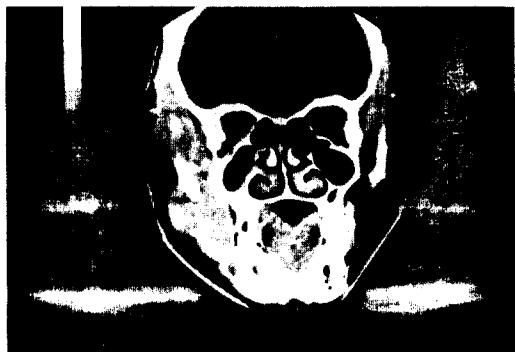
초진시 전산화 단층촬영상 : 우측협부, 안와하부, 측두부에 걸친 광범위하고 주위와 경계가 불분명한 종물이 인지되었으며 골파피상은 관찰되지 않음
